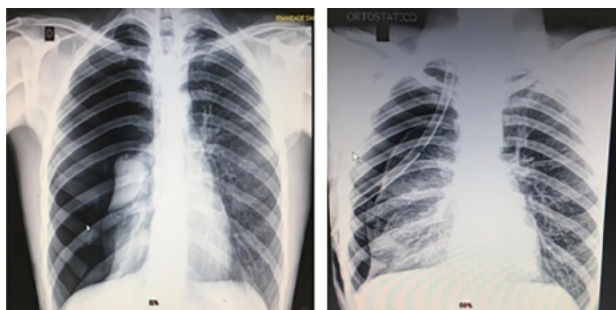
Radiografia de tórax: admissional (à esquerda); pneumotórax hipertensivo em região pulmonar direita (à direita).
